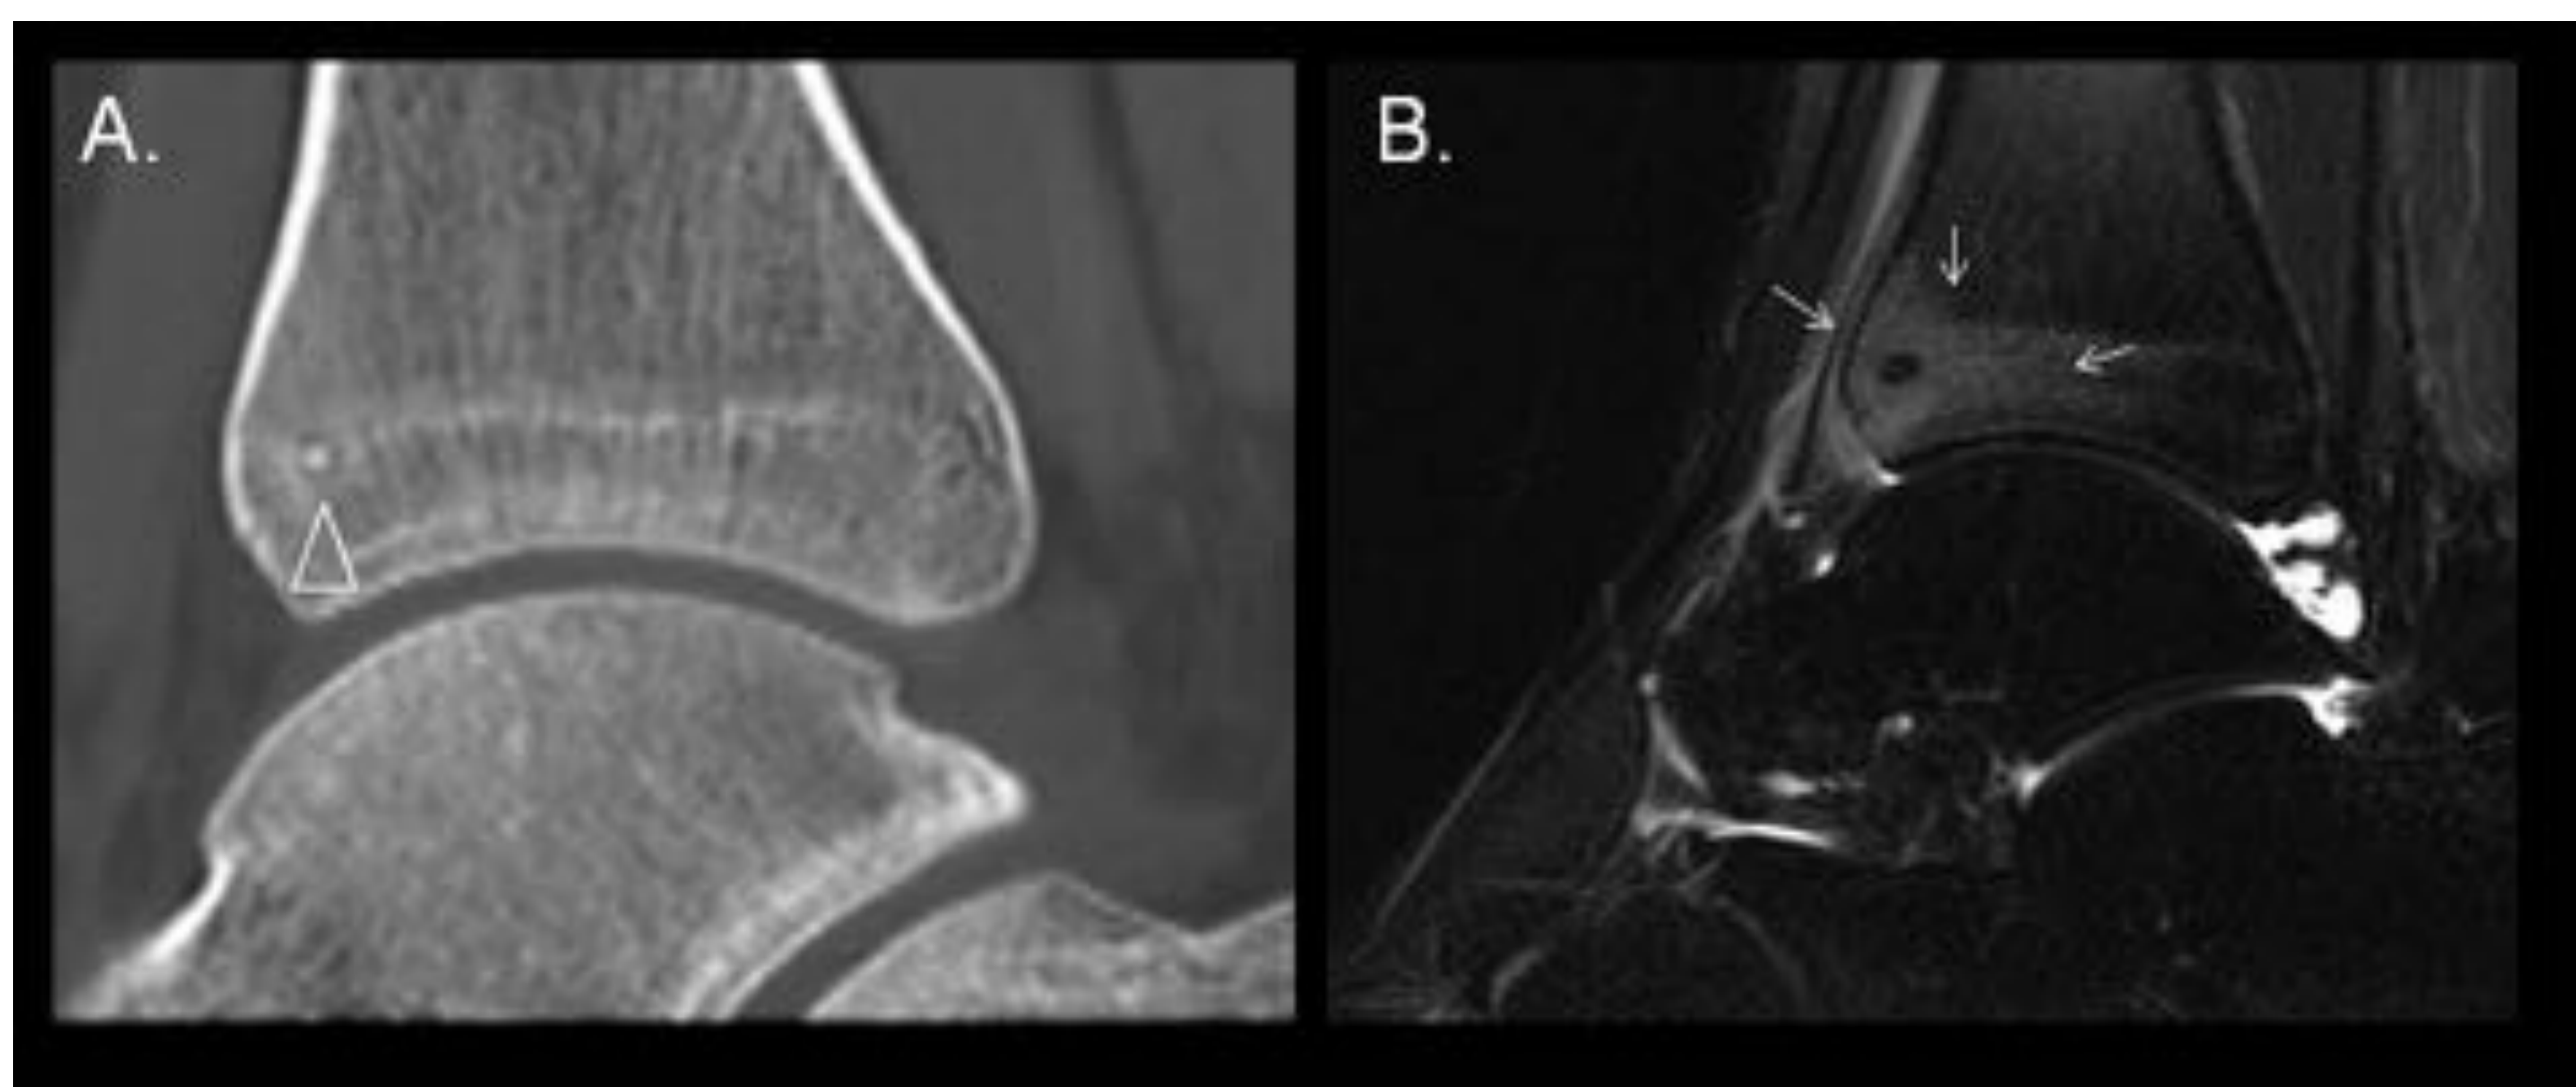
Osteoma osteoide. Imágenes de RM con secuencia Sagital T2 fat sat (B) y TC reconstrucción sagital (A). Varón 18 años que consulta por dolor nocturno localizado en porción distal tibial. En el margen anterior de la metáfisis tibial distal se observa una calcificación puntiforme (cabeza de flecha, nidus) rodeada de un leve y fino halo hipodenso, que a su vez rodeado por otro mínimo halo escleroso. Coincide con la zona donde en la secuencia sagital T2 Fat-Sat se observa edema óseo (flechas).
